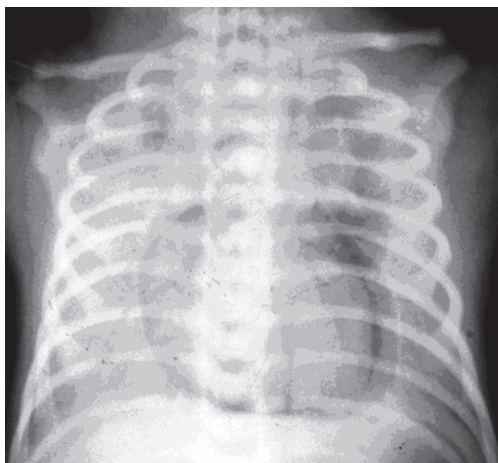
Оглядова рентгенограма ОГК глибоконедоношеної дитини віком 1 доба життя. Пневмоперикард, пневмомедіастинум II ст.
